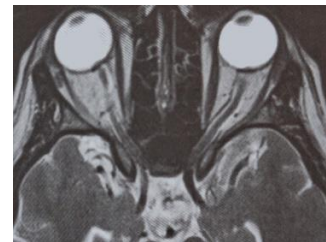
IRM en coupe axiale montre une dilatation des espaces liquidiens autour des nerfs optiques et aplatissement des pôles postérieurs des globes oculaires et un bombement au niveau de la papille.
